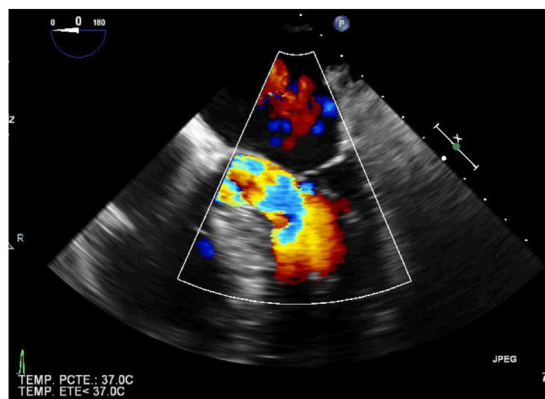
Ecocardiografía transesofágica en modo Doppler. Se evidencia aceleración del flujo en el tracto de salida del ventrículo izquierdo.
